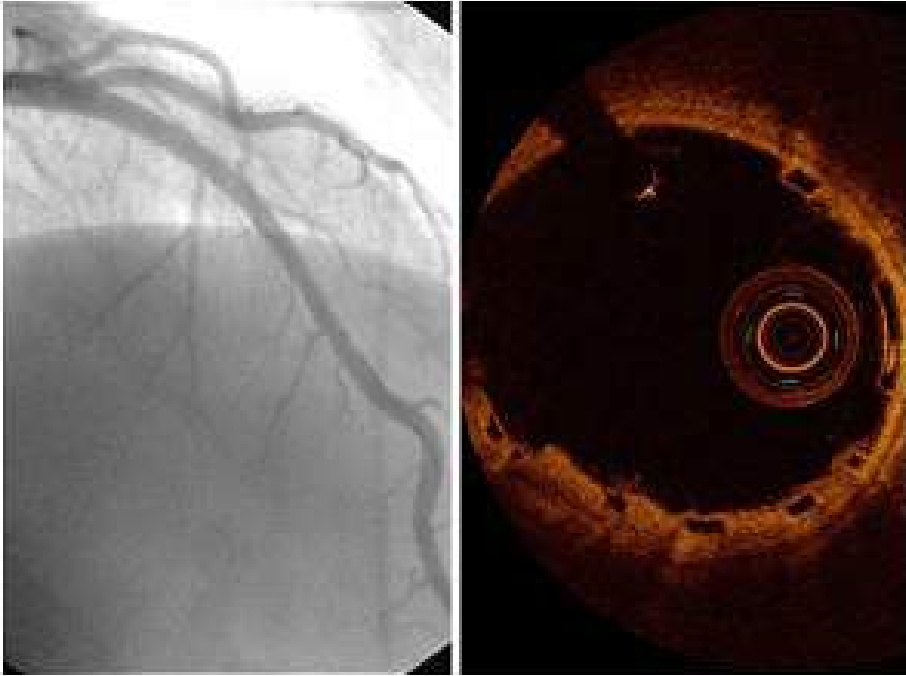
Imagen de la izquierda:* angiografía de arteria descendente anterior tras realización de trombectomía e implante de stent bioabsorbible en el segmento medio. *Imagen de la derecha:* imagen de tomografía de coherencia óptica que muestra stent implantado donde se observan los struts y donde se puede objetivar prolapso de material como protrusión de tejido entre struts sin ruptura de la superficie luminal.
